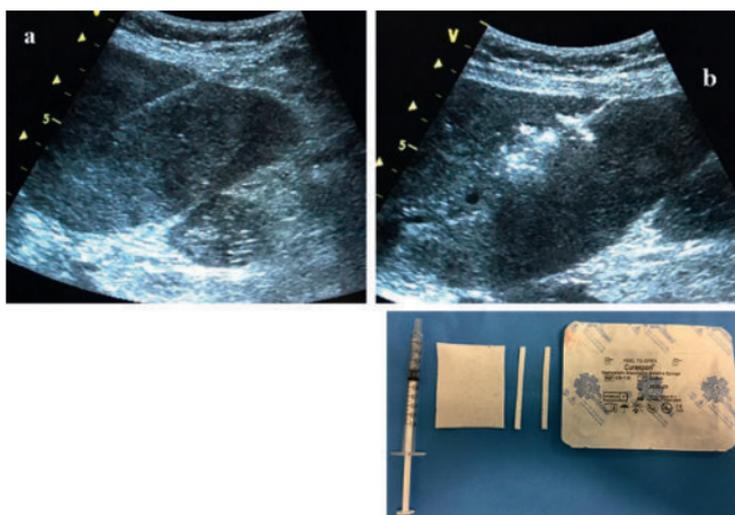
Embolisation du trajet de biopsie. a : Biopsie d'un nodule hépatique sous échographie. b,c : Embolisation en fin de biopsie à l'aide de fragments de gélatine pour oblitérer le trajet et se prémunir du risque hémorragique.
